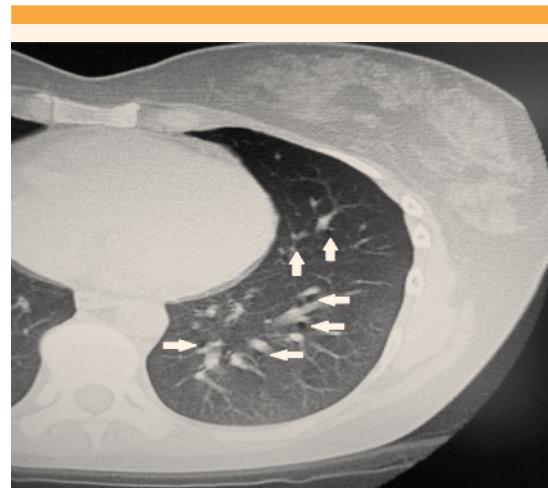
Tomografía de tórax de una mujer sana, que muestra pequeñas zonas de lucidez (flechas blancas) en el lóbulo inferior izquierdo. Esas áreas lucentes son artefactos producidos por el movimiento y pueden confundirse con gas perivascular (efecto Macklin) o bronquiectasias.
